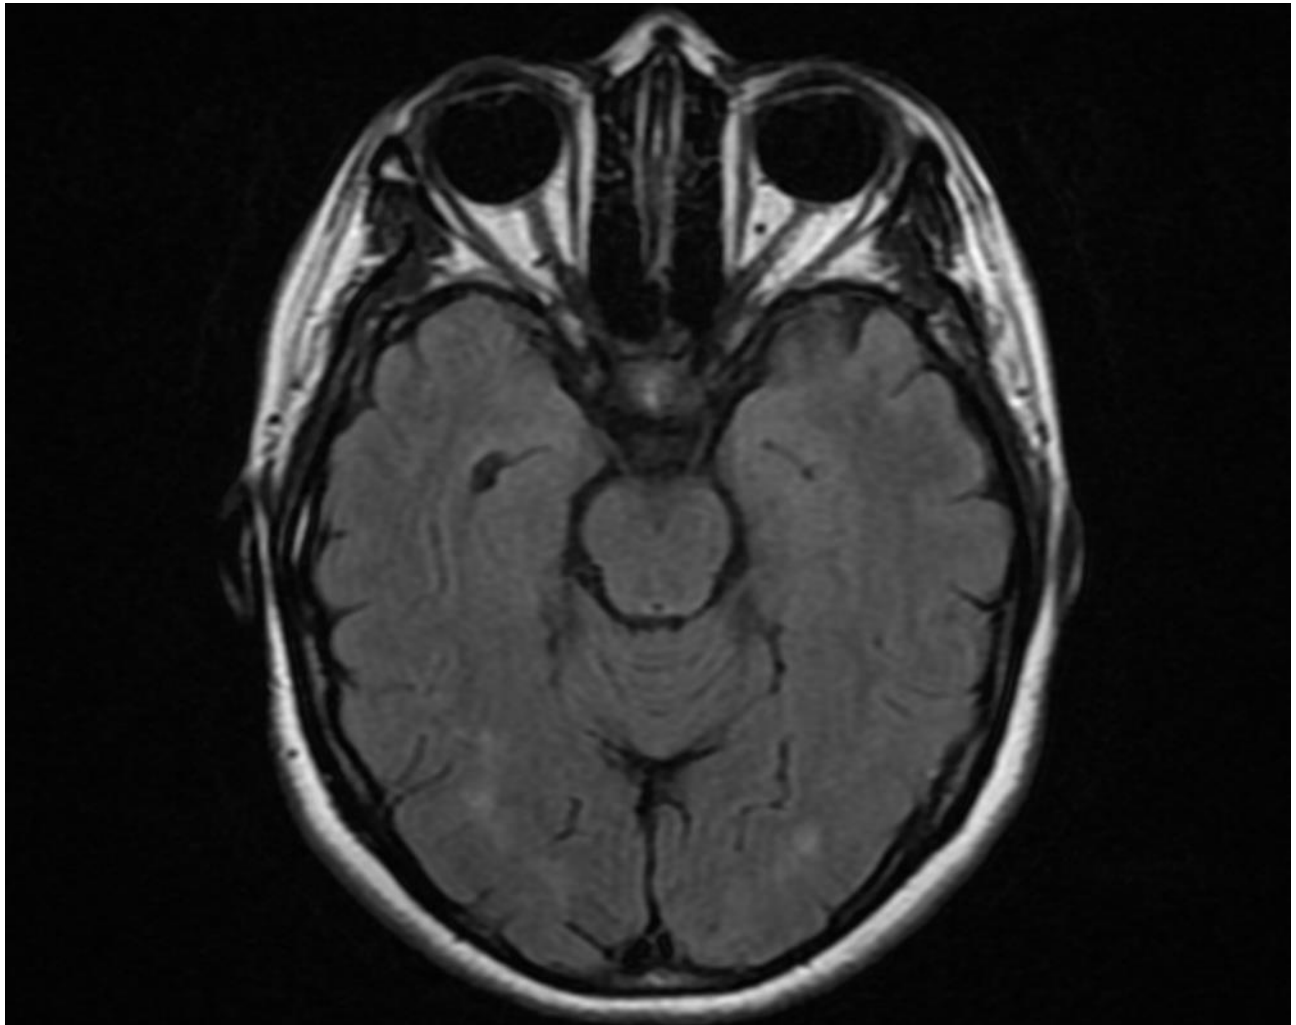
Resonancia Axial de Cerebro secuencia FLAIR/T2 demuestra hiperintensidad en el quiasma optico por inflamación aguda, acompañado de atrofia bilateral del nervio óptico que representa daño crónico.
